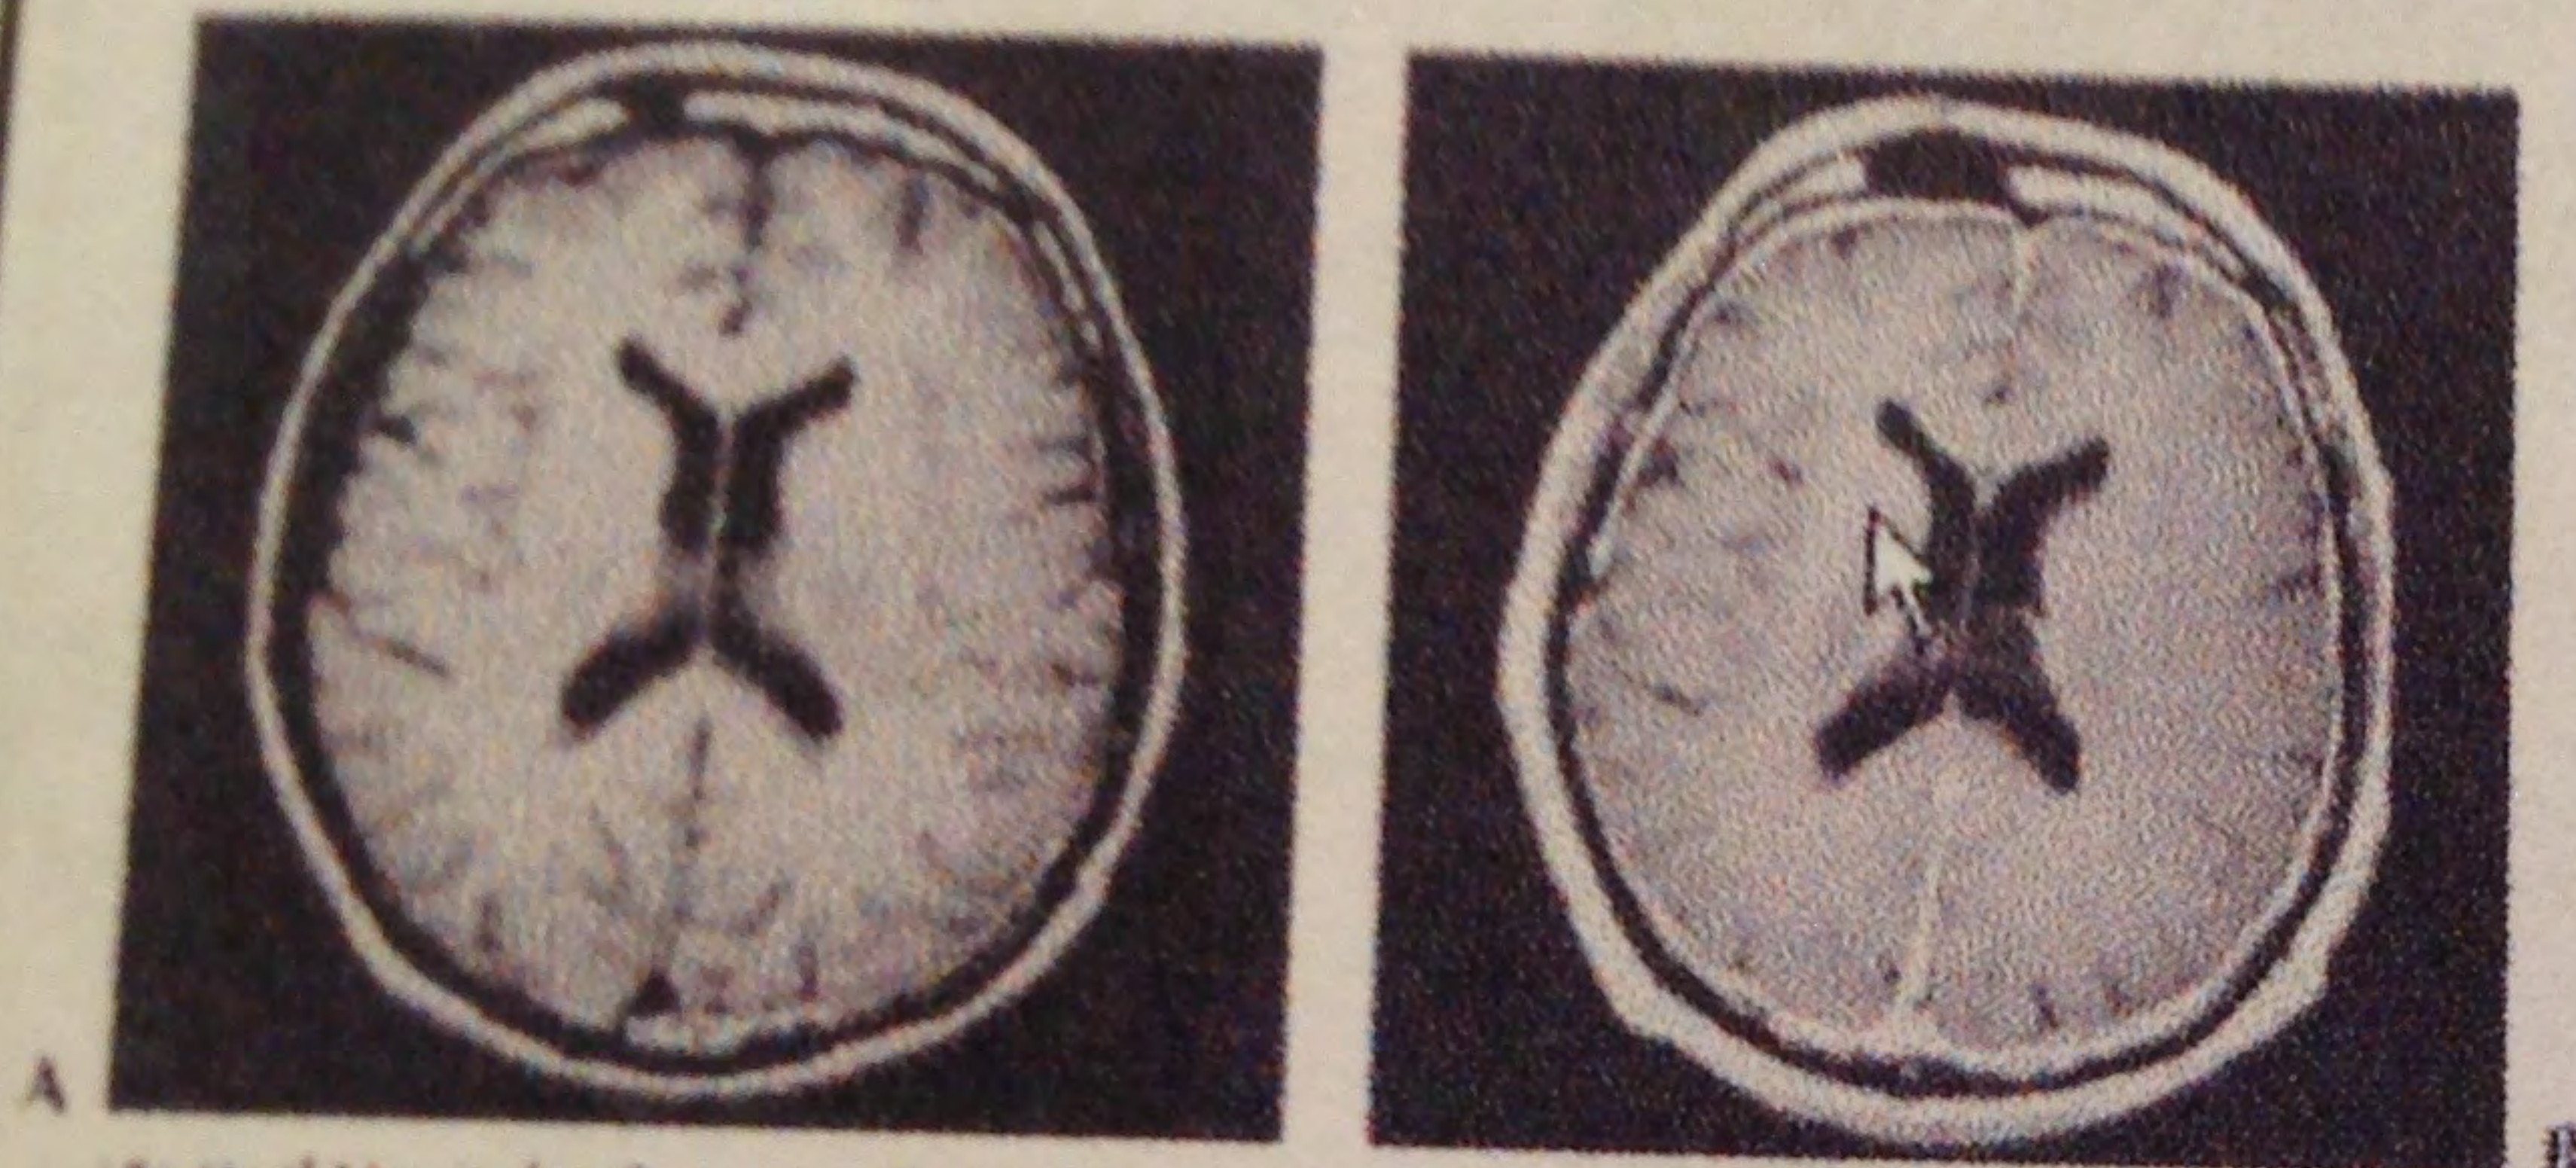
Axial CT scan of the brain showing a large, dark, irregular mass within the right lateral ventricle (A) and a large, dark, irregular mass within the left lateral ventricle (B). The masses are located within the body of the ventricles.
